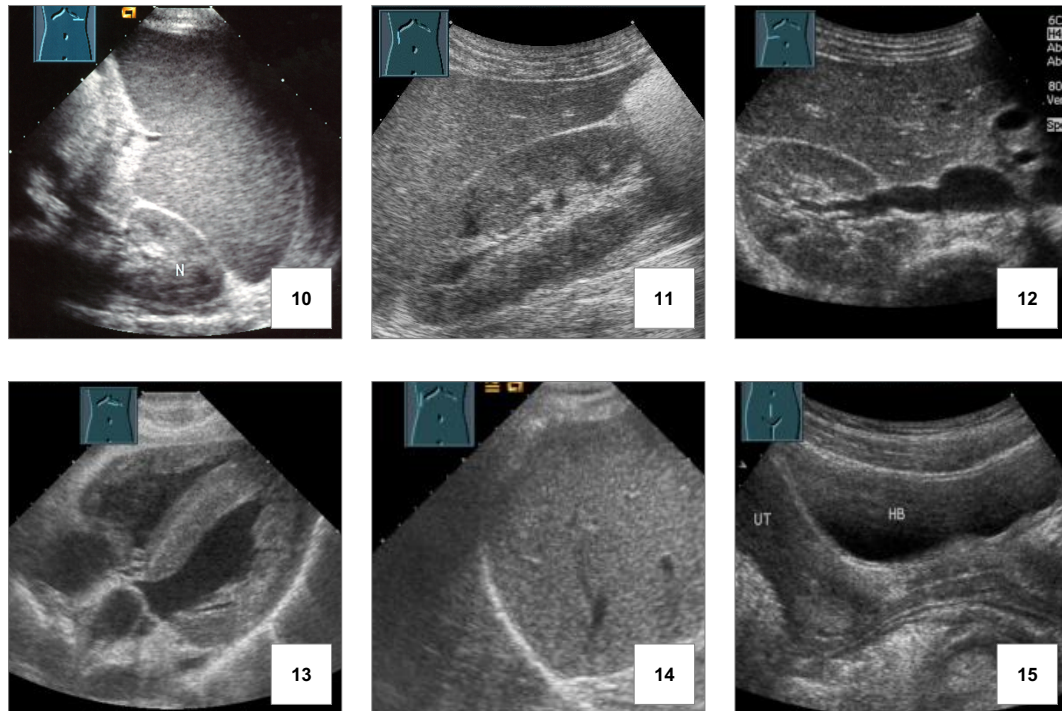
Die 15 Standardschnittebenen in der sonographischen Abdomenuntersuchung [25]
